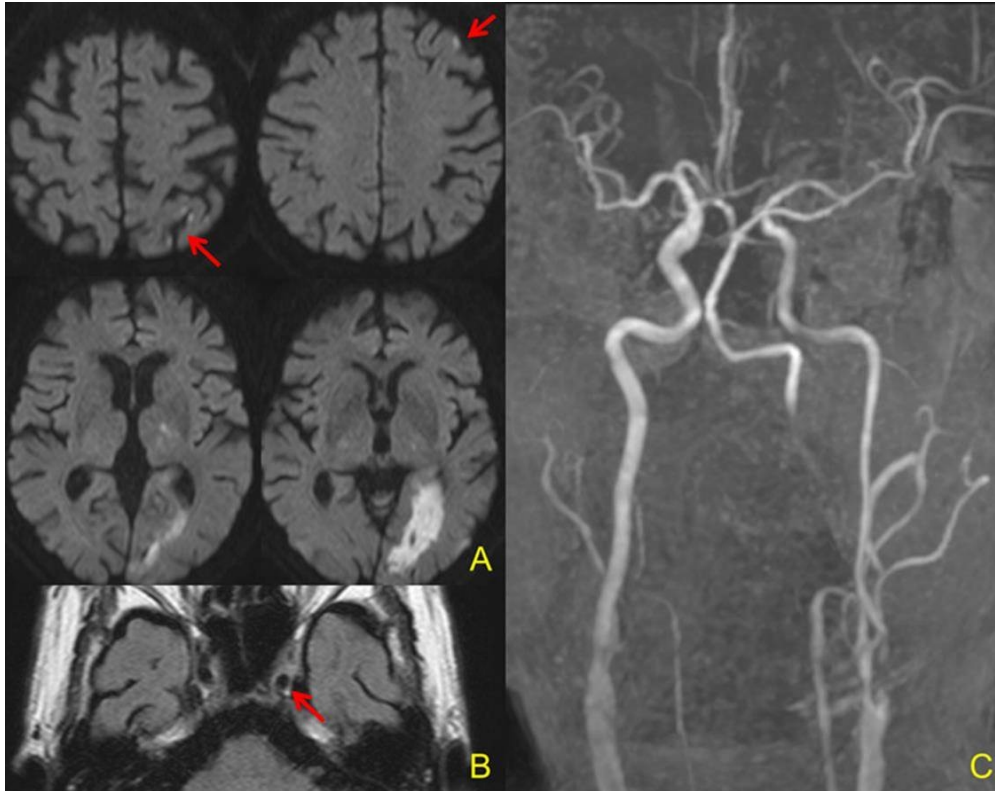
A: Diffusion-weighted MRI shows high-intensity lesions in the left frontal lobe(red arrows) and left occipital lobe.B: MRI FLAIR image shows that intra-arterial sign in the left internal carotid artery disappears(red arrow).C: MRA of bilateral carotid to cerebral arteries shows recanalization in the left internal carotid artery.
